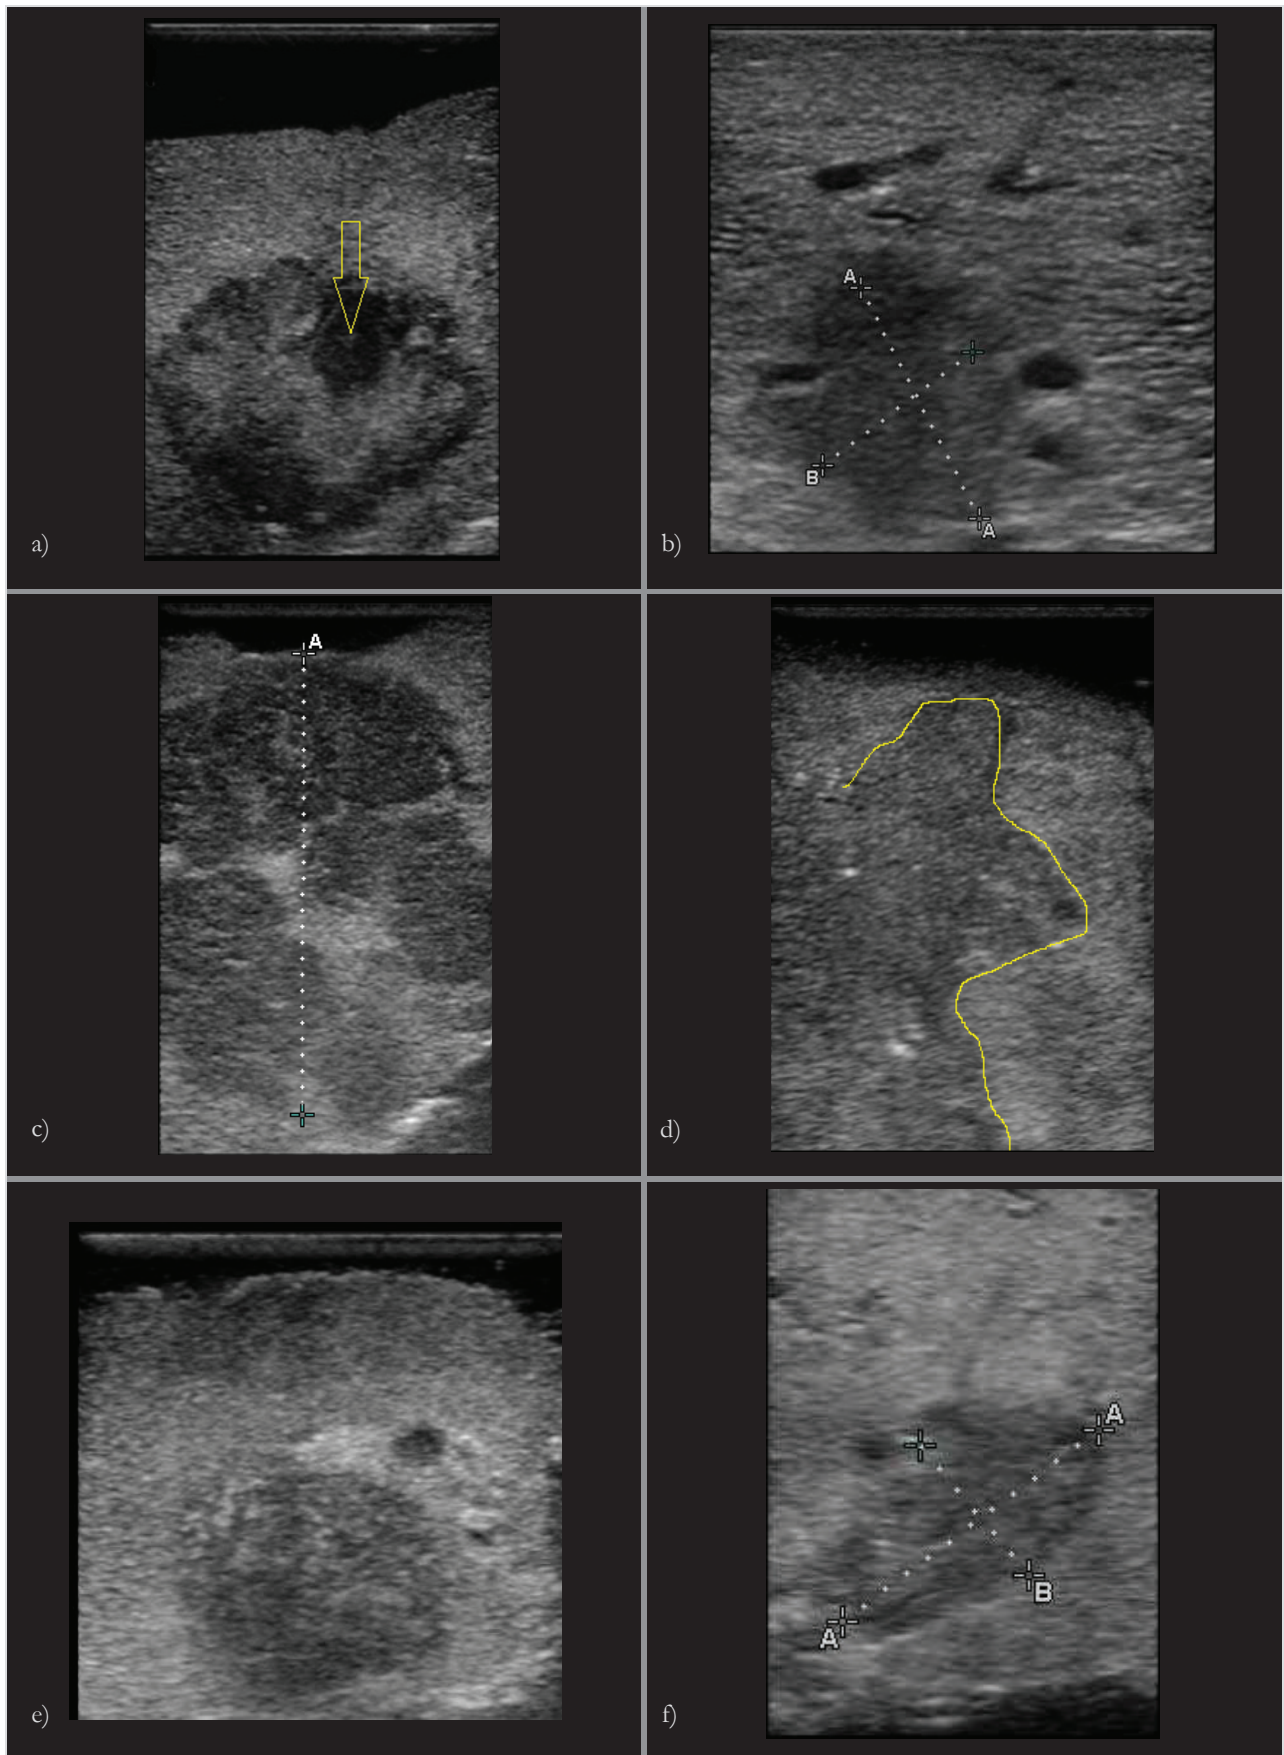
Sonogramme von Lungentumoren im gefluteten Lungengewebe a) SQC mit nekrotischer Zone(Pfeil) b) ADC mit einer Ausdehnung A = 1,3 cm; B = 0,9 cm c) LCLC (A = 3,5 cm) d) BAC mit Tumorgrenze (gelb) e) BEN-Hamartonchondroma f) SCLC mit einer Ausdehnung A = 3,1 cm; B = 1,6 cm.
